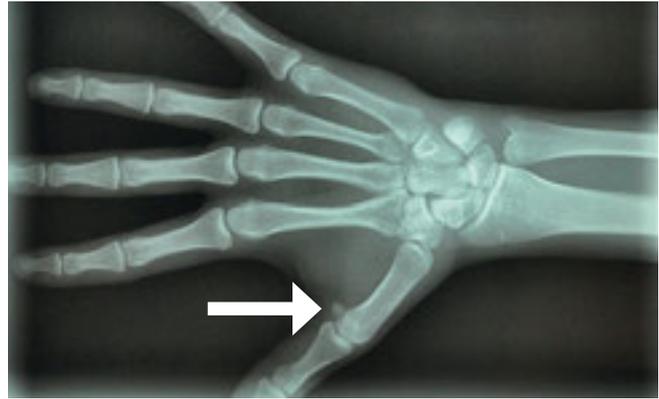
Das Handrontgenbild vom März 2008 zeigt das Sesambein (Pfeil), welches darauf hinweist, dass das Epiphysenwachstum fast abgeschlossen ist. Die Epiphysenfugen (Radius und Ulna) sind randständig noch sichtbar.
